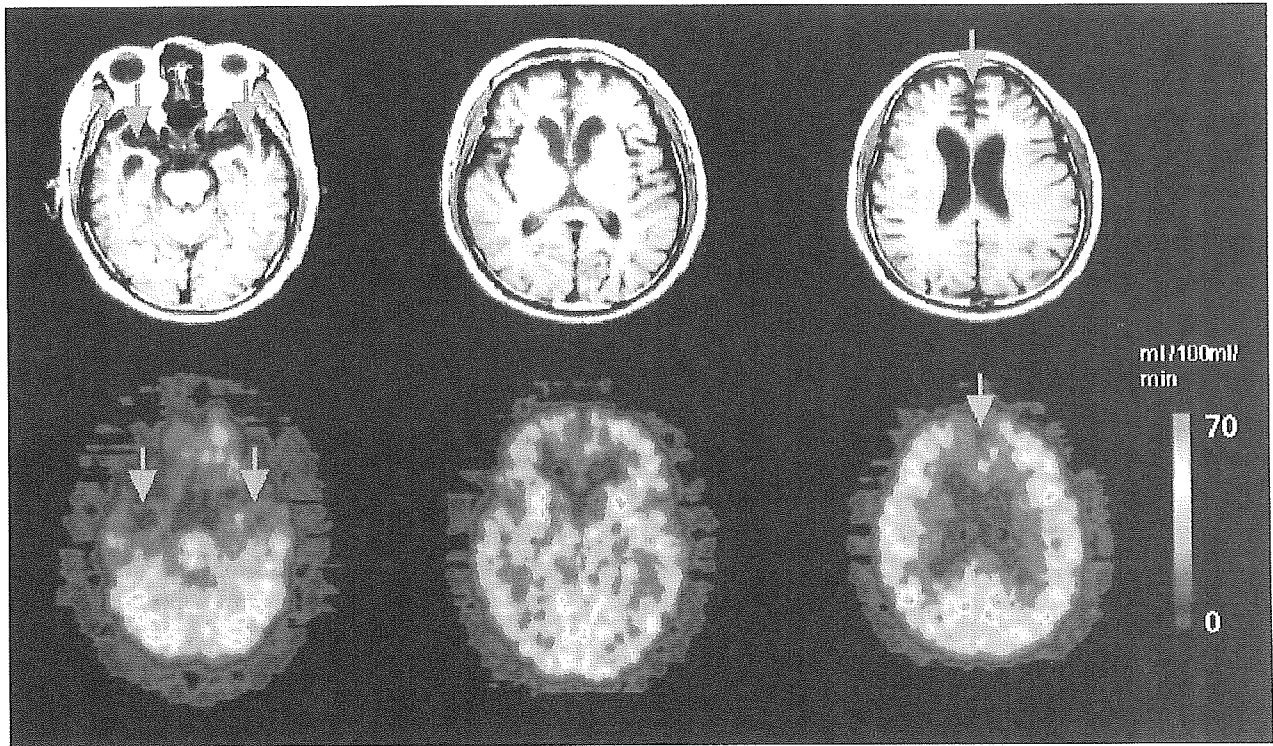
前頭側頭型痴呆のMRI T1強調画像(a~c)と脳血流(PET)(e~f)
